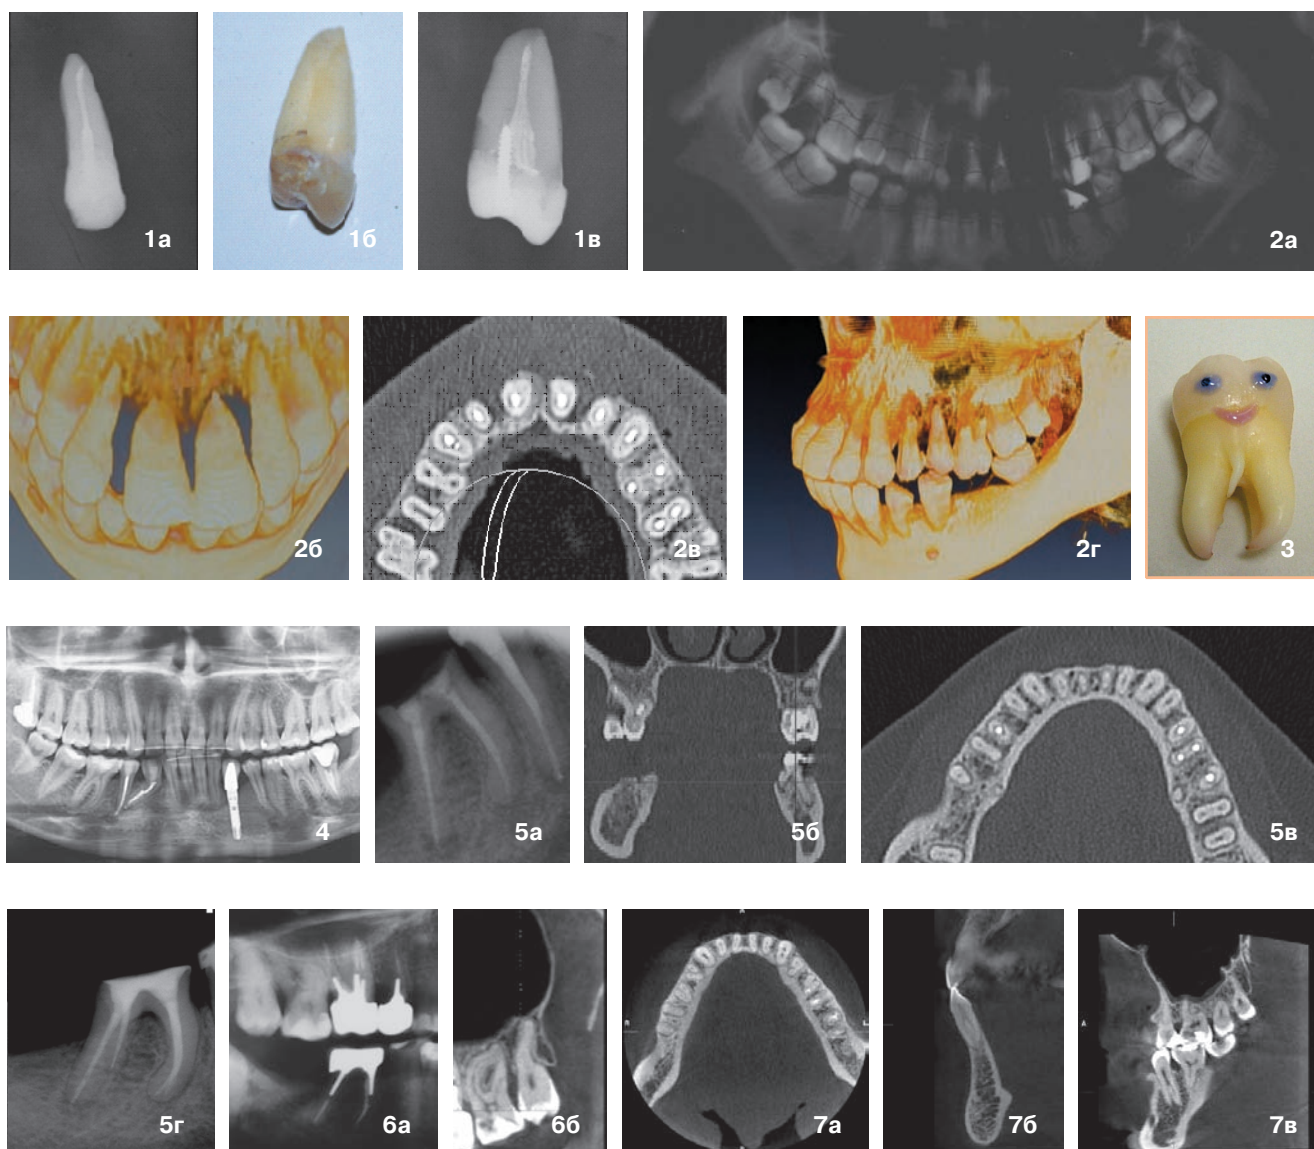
Прямая проекция, зуб 2.5. Рис. 1б. Удаленный зуб 2.5 без признаков трещины. Рис. 1в. Снимок зуба 2.5 в боковой проекции, причина проблем ясна. Рис. 2а. Ортопантограмма пациента Н. Рис. 2б. 3D-моделирование. Зубы 1.1 и 2.1 полностью находятся в мягких тканях. Рис. 2в. На срезе КТ видно отсутствие костной ткани в области 1.1 и 2.1. Рис. 2г. 3D-моделирование. Зубы 1.4 и 1.5 находятся в мягких тканях. Хорошо виден гуттаперчевый штифт, выведенный за верхушку зуба 2.1. Рис. 3. Анатомическая фантазия – зуб-мальчик. Рис. 4. Причиной удаления зуба 3.3, вероятнее всего, стала его необычная анатомия, не выявленная перед началом эндодонтического лечения. Рис. 5а. Каналы зуба 4.6 запломбированы, определяется зона резорбции. Рис. 5б. На КТ определяется дополнительный дистальный язычный корень. Рис. 5в. На срезе КТ определяется дополнительный дистальный язычный корень. Рис. 5г. Канал дополнительного язычного корня канала зуба 4.6 запломбирован. Рис. 6а. По ОПТГ нельзя оценить степень искривления переднего щечного корня зуба 2.7. Рис. 6б. На срезе КТ видно двойное сильное искривление переднего щечного корня зуба 2.7. Рис. 7а. На срезе КТ хорошо видно, что резцы имеют по два канала. Рис. 7б. На срезе КТ видно, что каналы в апикальной части сливаются в один. Рис. 7в. На срезе КТ определяется дивергенция корня.
